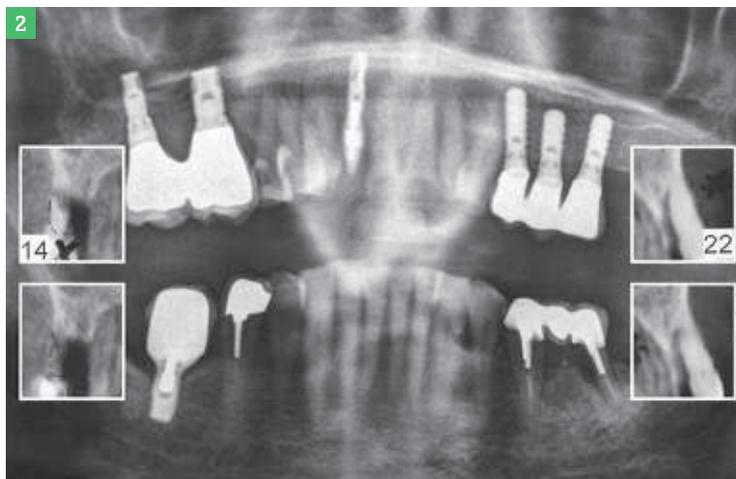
Bilan radiographique avec coupe transaxiale des dents 14, 15 et 22.
